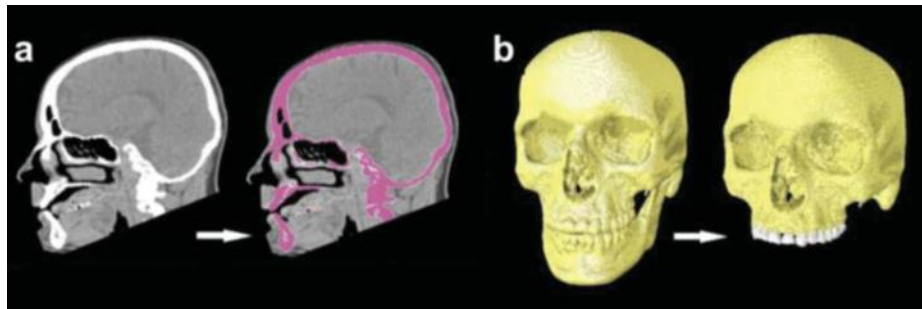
Ejemplo ilustrativo de una reconstrucción 3D a partir de una TC. a) Los tejidos duros (señalados en rosado) están etiquetados (segmentados) a partir de tejidos blandos y aire. b) Dentro de los tejidos duros, el cráneo, la mandíbula y los dientes se pueden segmentar y separar para el análisis (imagen diseñada por Viviana Toro-Ibacache, Facultad de Ciencias Sociales, Universidad de Chile).
